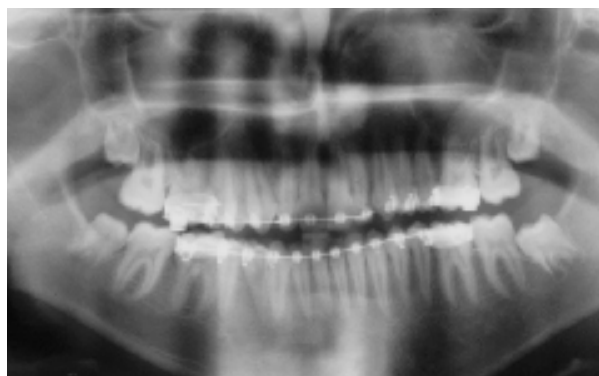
Radiografia panorâmica mostrando que o lado maxilar direito parece mais extruído que o lado esquerdo, confirmando a inclinação do plano oclusal. Fonte: Journal of the Lebanese Dental Association Volume 47 - Nº 1 – 2010.
